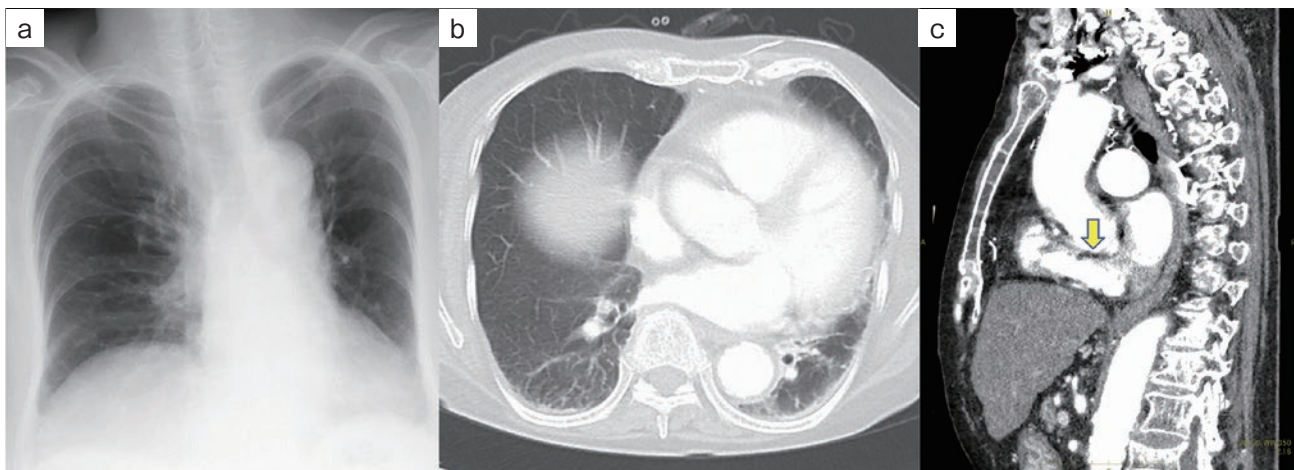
入院時画像所見. (a) 胸部X線写真. (b) 胸部造影CT. (c) 胸腹部CT. 脊柱後弯に伴い蛇行した大動脈が右房を圧排していることが疑われる所見を認めた (矢印).
